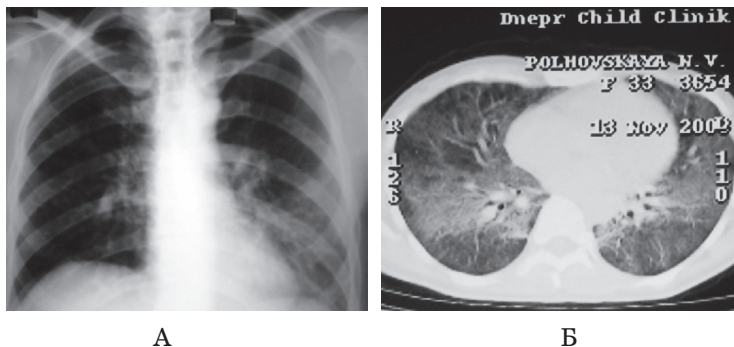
Рентгенограма (А) та КТ ОГК (Б) хворого Н.
